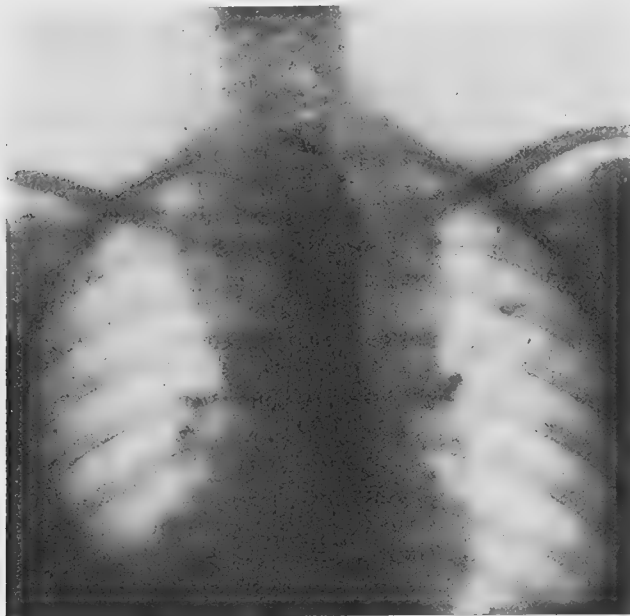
Radiographie de face montrant l'ombre très volumineuse de la tumeur qui remplit le médiastin antérieur et refoule à droite la trachée qui apparaît à droite de la colonne vertébrale comme un tube clair.
